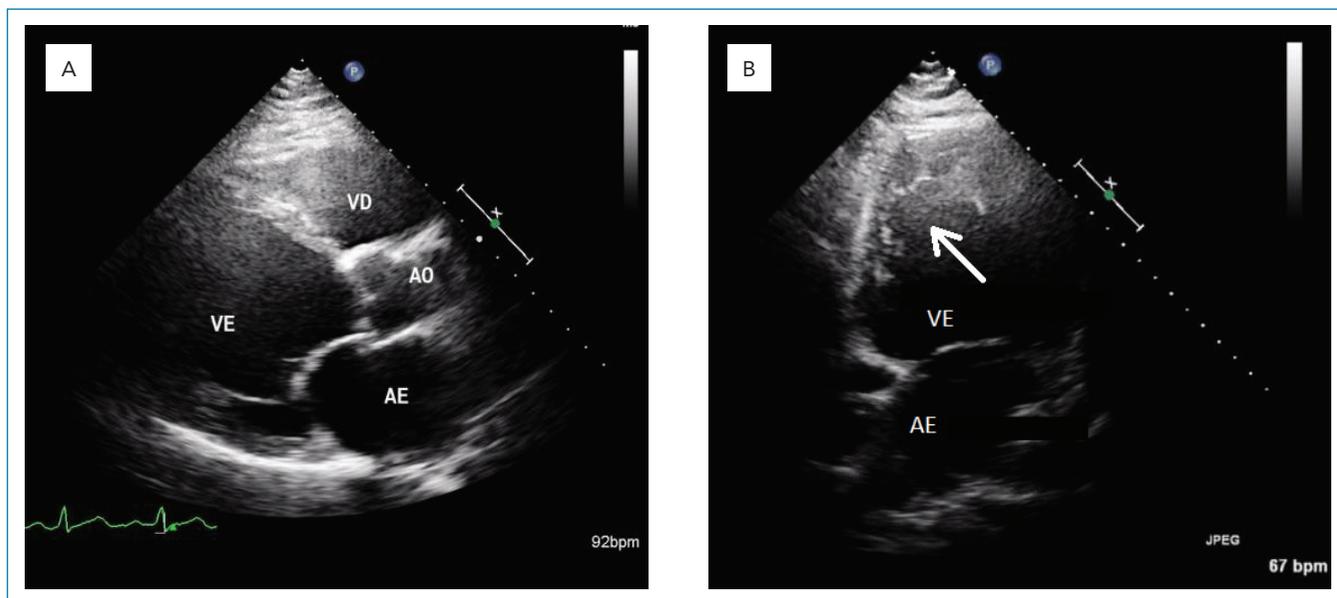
Ecocardiograma em paciente com não compactação do ventrículo esquerdo: A - Dilatação acentuada do ventrículo esquerdo (VE) e do átrio esquerdo. B - Trabeculações grosseiras de aspecto esponjoso (seta) na região apical do VE (B).
